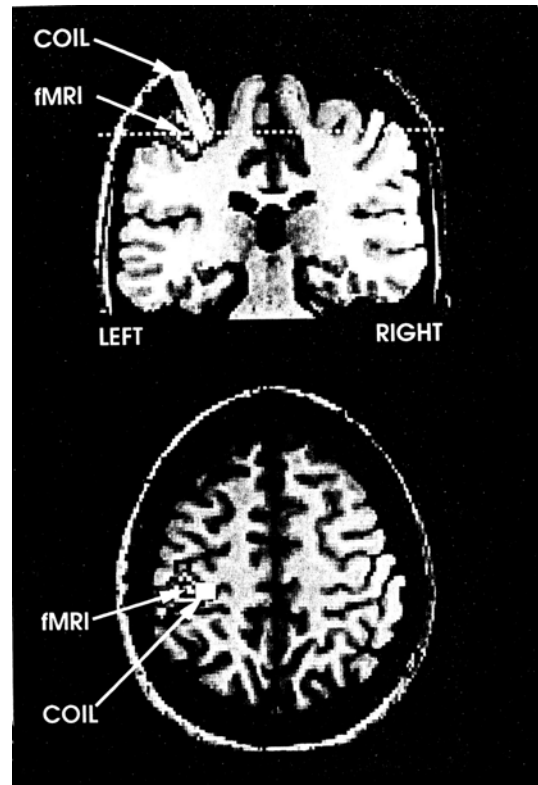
Die im funktionellen MRT sichtbare Aktivierung während einer Stimulation. Der Bold-Kontrast fällt geringer aus als bei einer willkürlichen Bewegung der an dieser Stelle repräsentierten Muskeln [63].
